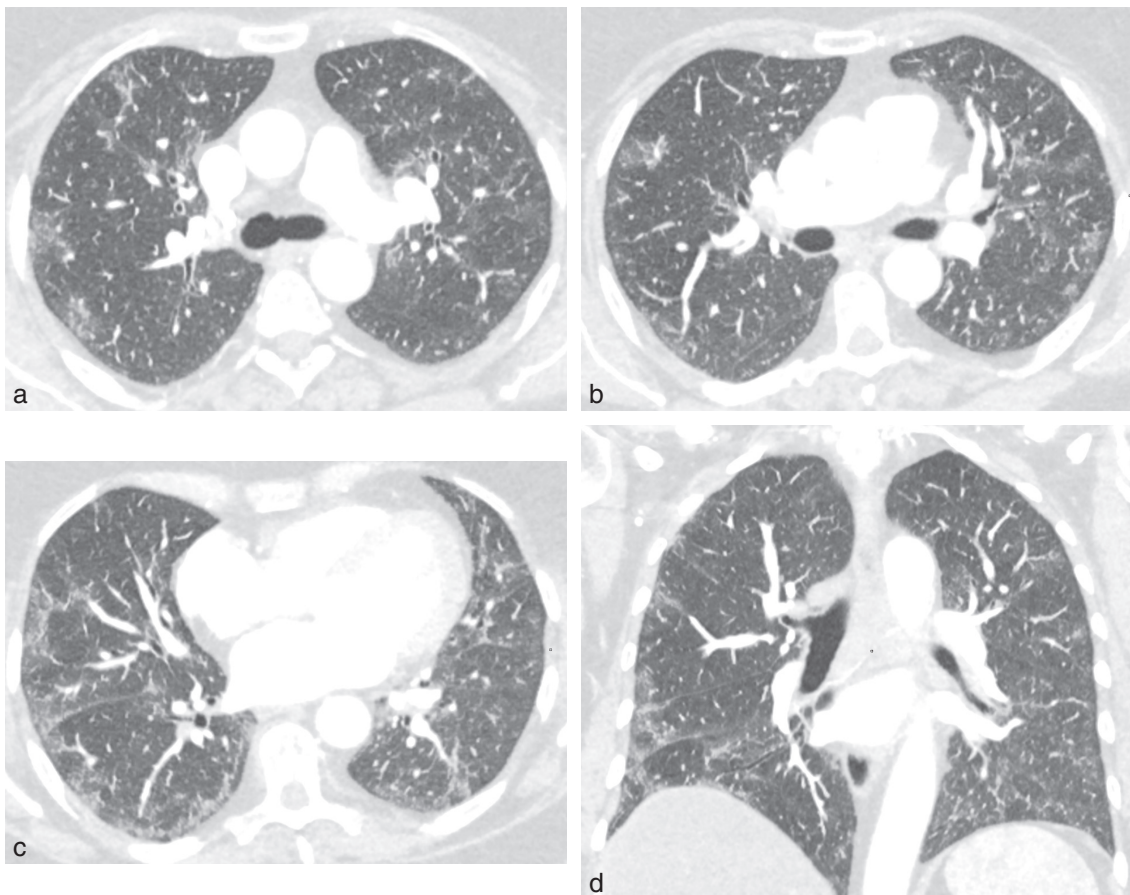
a-d TDM thoracique sans injection en fenêtre parenchymateuse.
